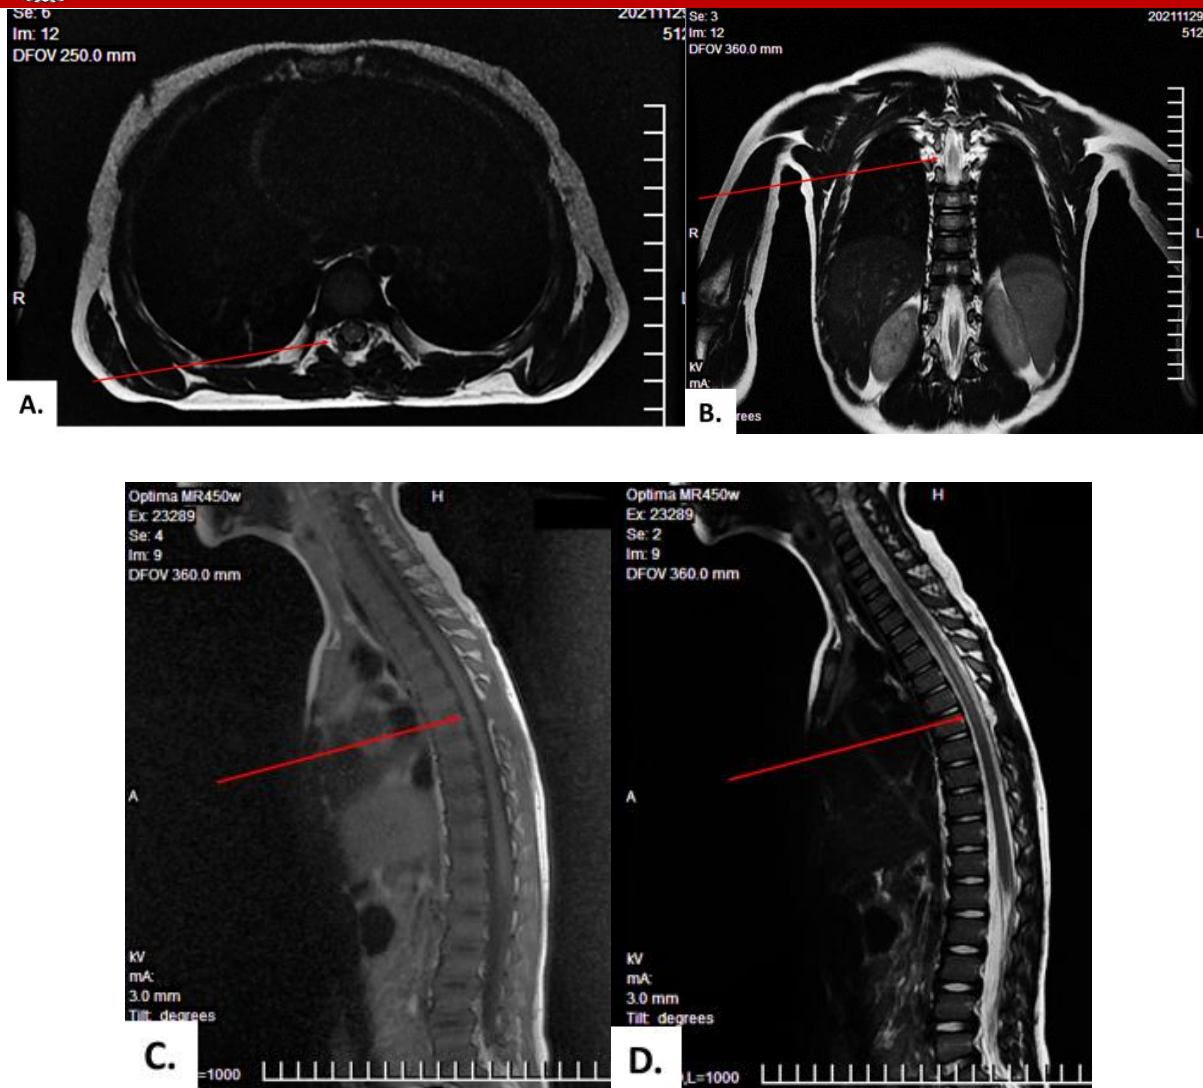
МРТ граммы после операции. МРТ признаки СПО после удаления экстрадурального экстрамедуллярного объемного образования на уровне тел Th6-Th8 позвонков (спинальная киста не определяется, признаки рецидива нет). МРТ сканы: T1 аксиальный (А), T1 коронарный (В), T1 сагиттальный (С) и T2 сагиттальный (D).
